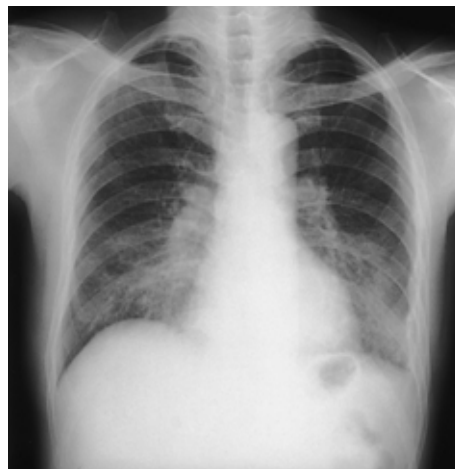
Chest X-ray film on admission shows ground-glass appearance in both lower lung fields.
